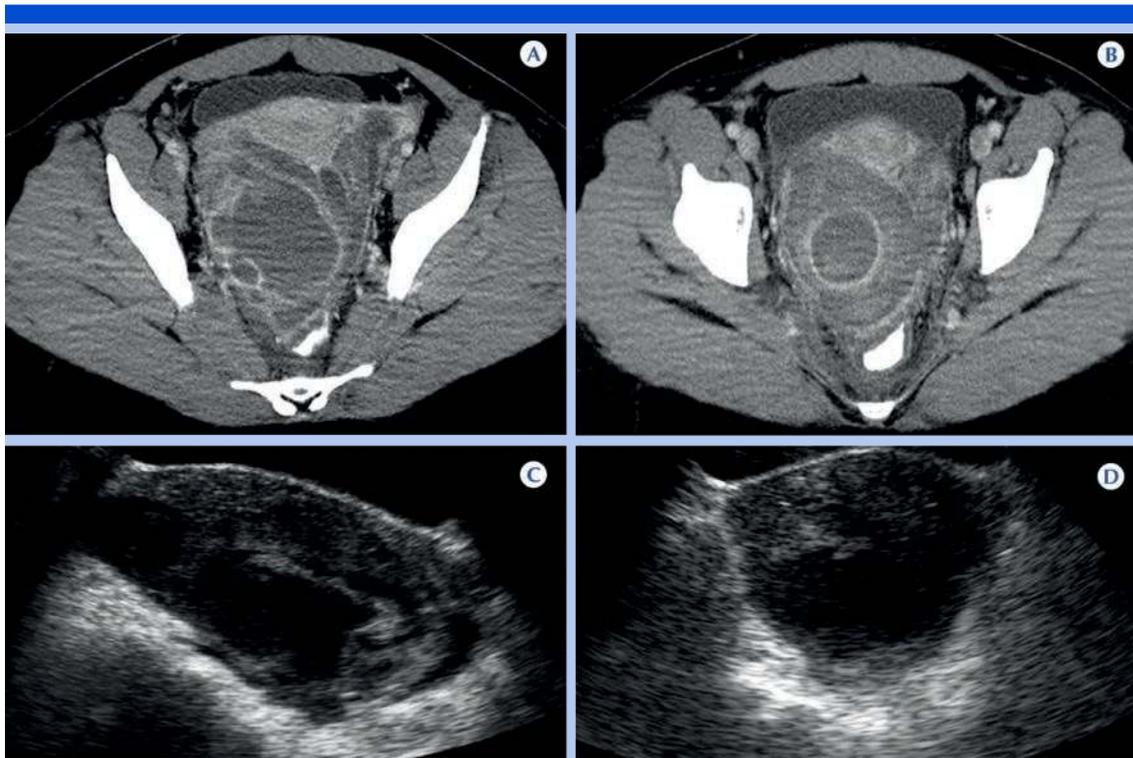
Femenina de 29 años con síndrome doloroso abdominal agudo caracterizado como afección apendicular; selección de imágenes de tomografía con contraste intravenoso axial, con ventana para evaluar el contenido abdominal. A-B) Lesión aneal derecha, ocupativa, expansiva, heterogénea, con áreas de reforzamiento y de contenido líquido. C-D) Ultrasonido complementario que permitió definir aún más las características de la lesión y establecer el diagnóstico de enfermedad inflamatoria pélvica aguda con absceso tuboovárico. El estudio resulto negativo para la afección apendicular aguda.
